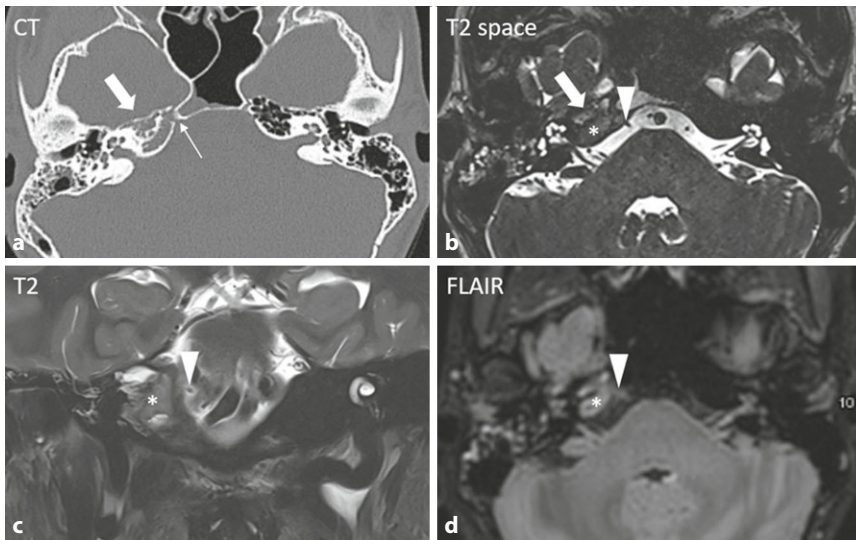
a Die hochauflösende axiale CT-Bildgebung zeigt eine lytische Destruktion der Knochen trabekel des petrosen Apex sowie dessen Obliteration ohne Expansion (*dicker Pfeil*). b–d In der Magnetresonanztomographie (MRT) ergibt sich korrelierend das Bild eines inflammatorischen Pseudotumors im petrosen Apex (*Stern*). a Der N. abducens kann computertomographisch nicht direkt visualisiert werden, aber sein Verlauf im Dorello-Kanal durch die zerstörte Felsenbeinspitze ist darstellbar (*dünnere Pfeil*). b–d Die axialen T2-Space-, FLAIR- und die koronaren T2-Bilder erlauben eine direkte Visualisierung des N. abducens (*Pfeilspitze*) angrenzend an die entzündlichen Veränderungen
